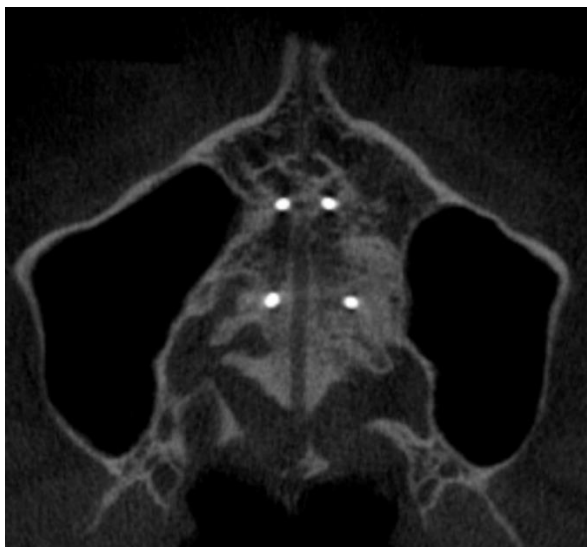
Corte Axial da Tomografia pós-contenção do MARPE (T2), demonstrando o rompimento da sutura palatina mediana, de forma paralela.
